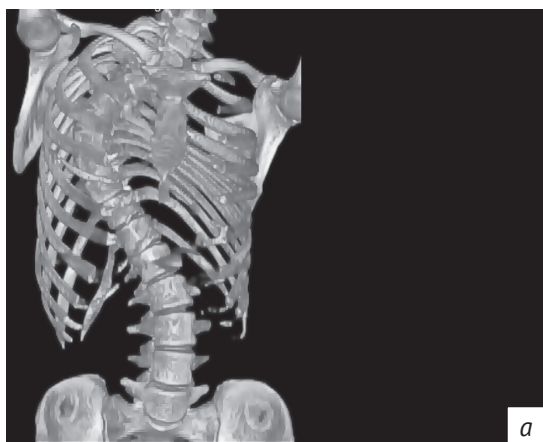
МСКТ пояснично-крестцового отдела позвоночника и тазобедренных суставов больной Б., 28 лет. Адолесцентный идиопатический сколиоз, деформация позвоночника 109°:
